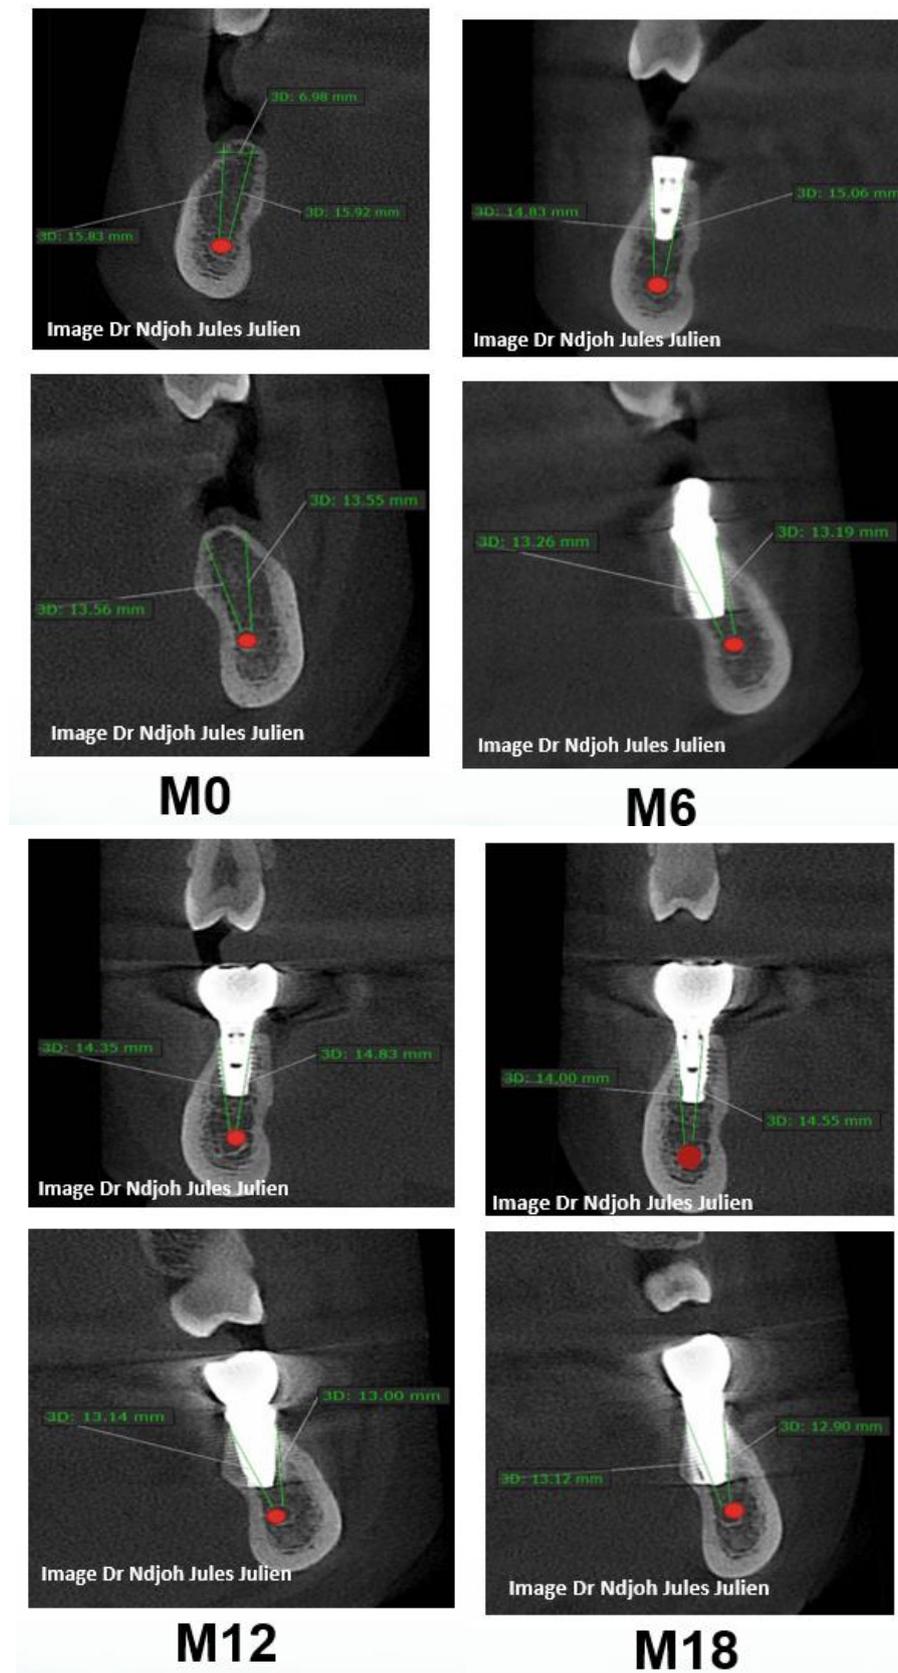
Reconstruction coronale : mesure des hauteurs verticales mésiales et distales (CBCT cone beam);
